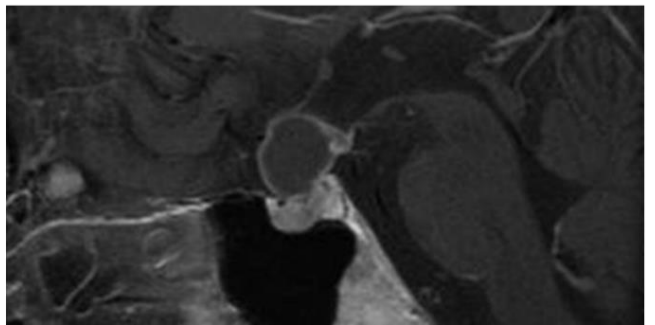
研究対象症例の画像例。いずれも加療前の頭部造影MRI画像。画像に示したように多様な鞍上部・傍鞍部病変を研究対象としている。
